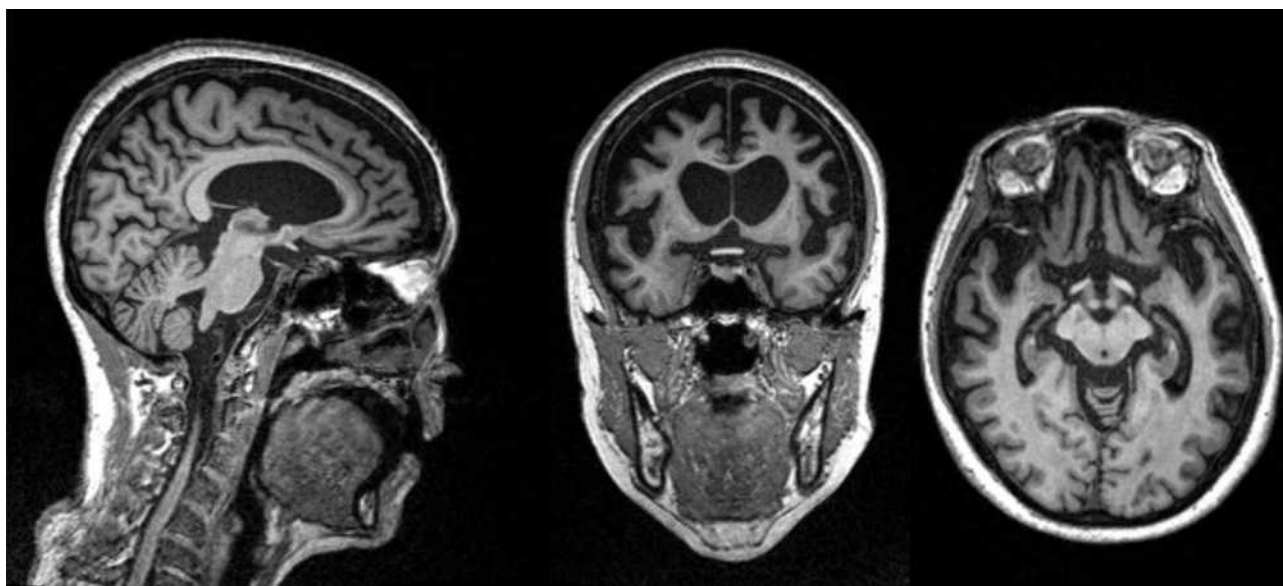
Immagini in RM di un paziente affetto da bvFTD; è evidente il severo grado di atrofia frontale e temporale. Da Rascovsky et al., 2011; Olney et al., 2017.
